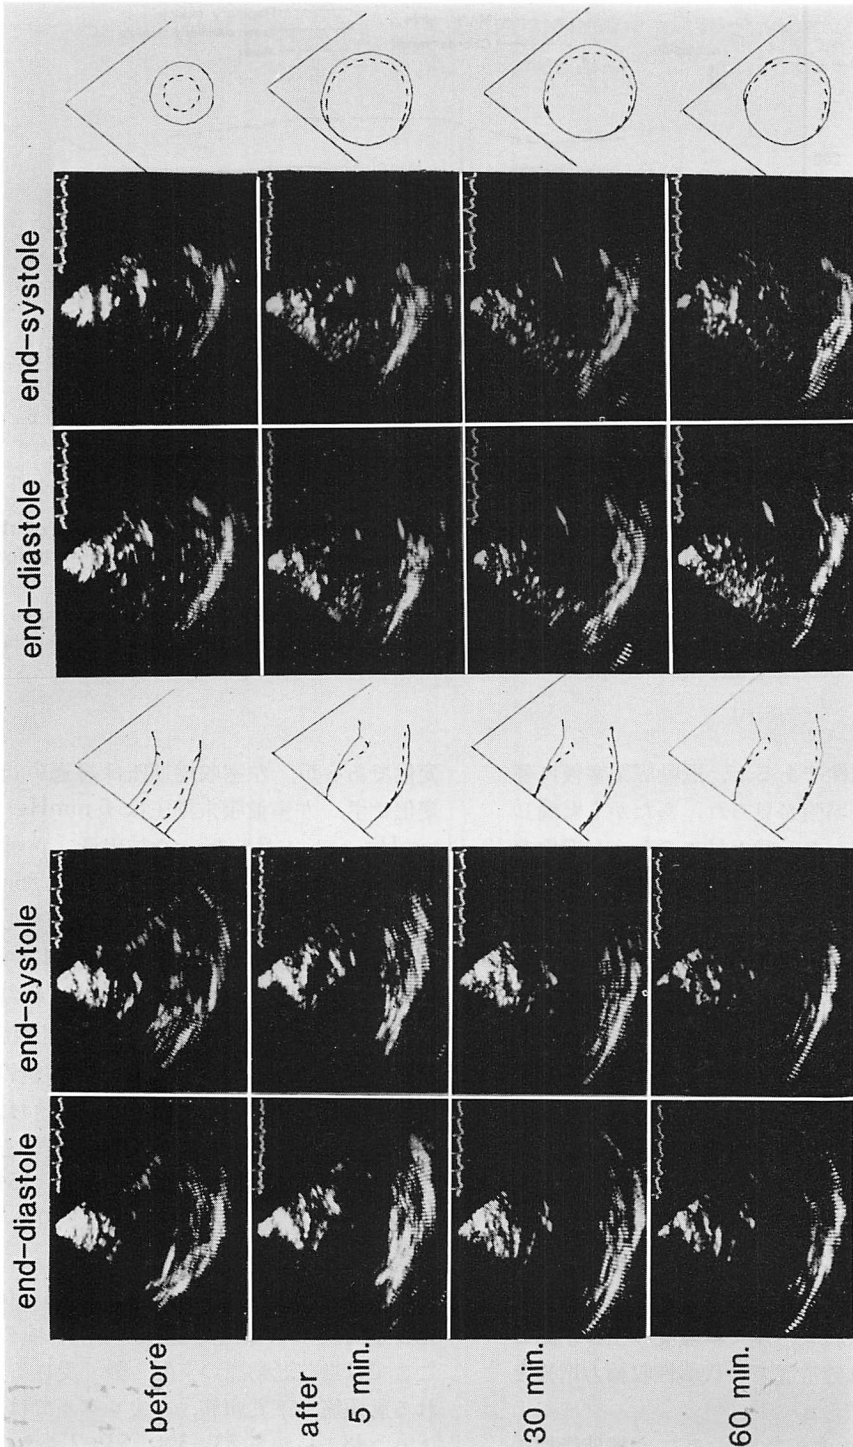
Sequential two-dimensional echocardiograms in end-diastole and end-systole before and after coronary occlusion.
